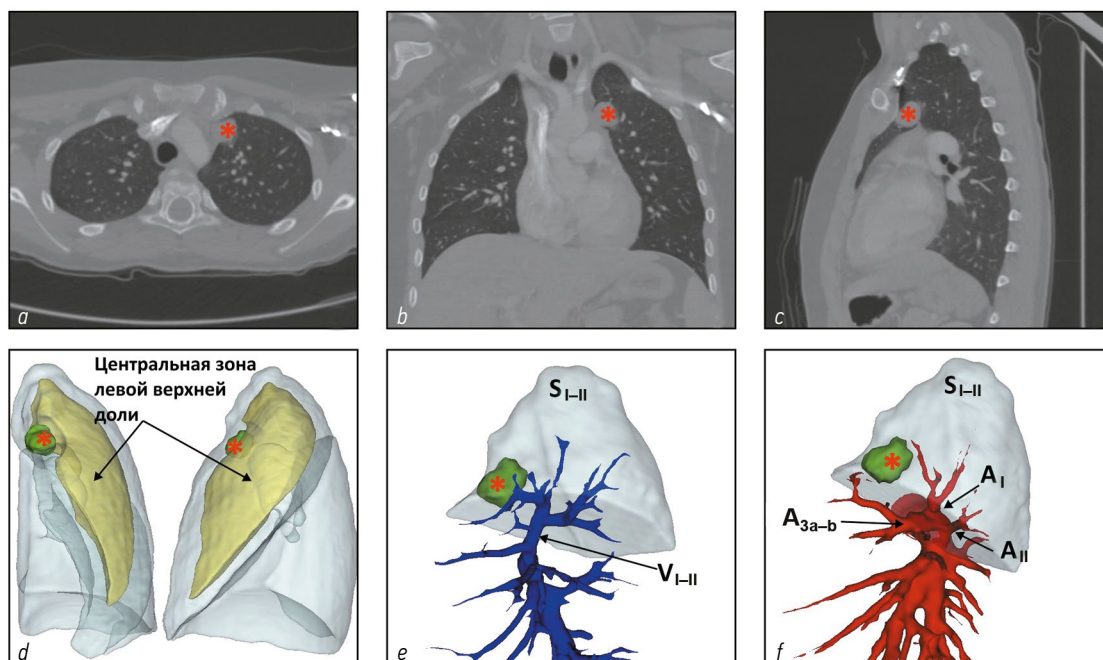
Пример периферической локализации патологии в верхней доле левого лёгкого, позволяющей выполнить краевую резекцию: *a–c* — ортогональные срезы компьютерной томографии, очаг отмечен красной звёздочкой; *d* — 3D-зонирование: центральная зона верхней доли левого лёгкого показана жёлтым цветом, очаг (зелёный) расположен вне её — в пределах периферической зоны; *e* — венозная карта: ствол V_{I-II} проходит медиально, сегментарные ветви через очаг не проходят; *f* — артериальная карта: A_I , A_{II} и A_{IIIa-b} остаются проксимально без вовлечения; очаг субплевральный. Периферическое расположение и отсутствие охвата сегментарными сосудисто-бронхиальными структурами обусловили выбор краевой резекции вместо сегментэктомии S_{I-II} .
